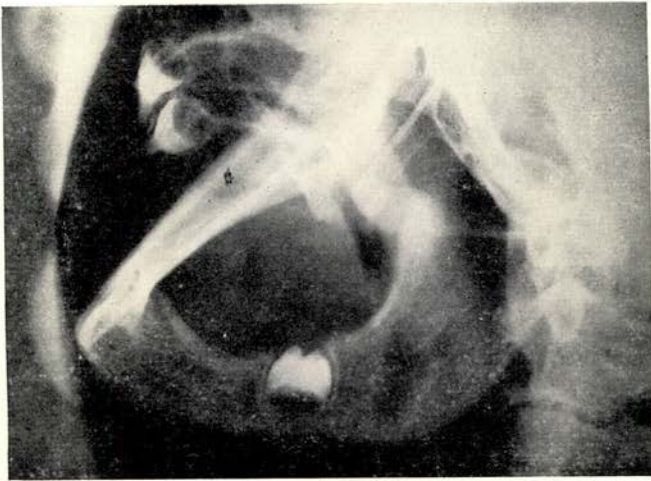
röntgenfoto op 5½-jarige leeftijd
